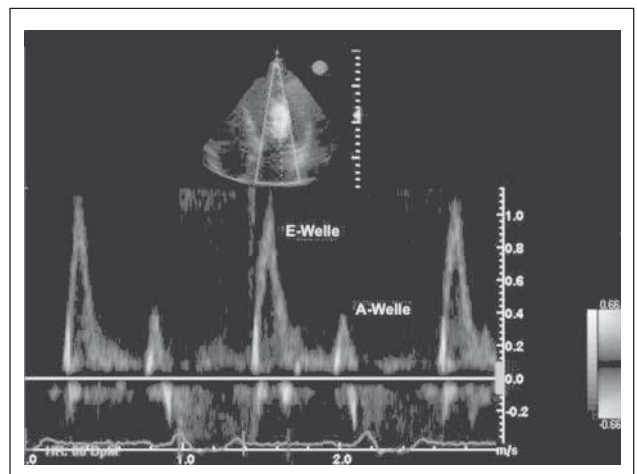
Apikaler Vierkammerblick – PW-Dopplerstudie: transmitrales Fußprofil
